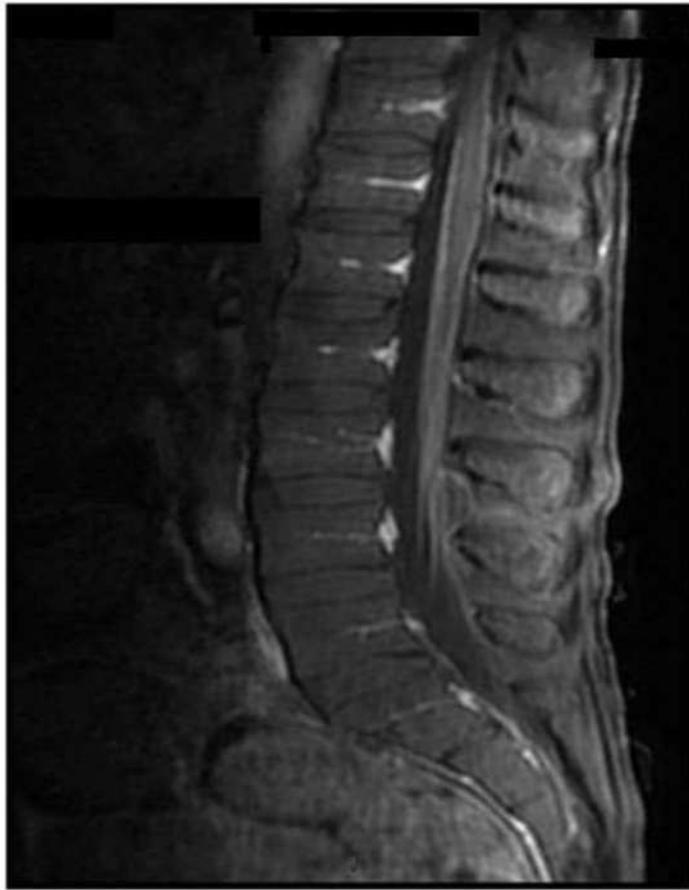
Lumbar spine T1-weighted MRI sequence showing contrast enhancement of the conus medullaris and cauda equina.
